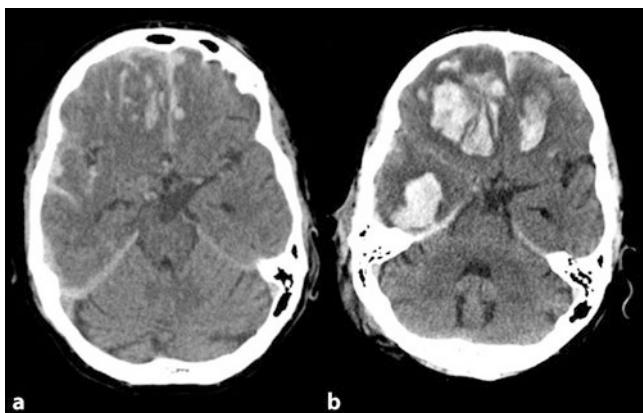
Traumatische ICB. Typische Progredienz traumatischer intrakranieller Blutungen (ICB) im Zeitverlauf. a Initiale CT bei einem komatösen Patienten nach schwerem SHT. b 6-h-Verlaufsabbildung nach Implantation einer ICP-Sonde und Anstieg der Druckwerte auf > 20 mm Hg
